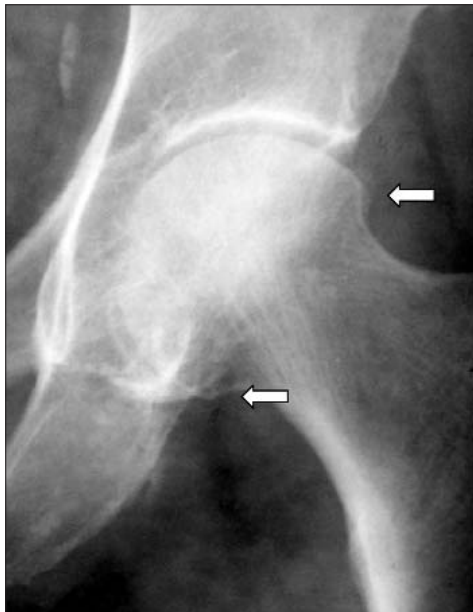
Рентгенограмма тазобедренного сустава в прямой проекции. Небольшие остеофиты на краях суставной поверхности бедренной головки (стрелки)
